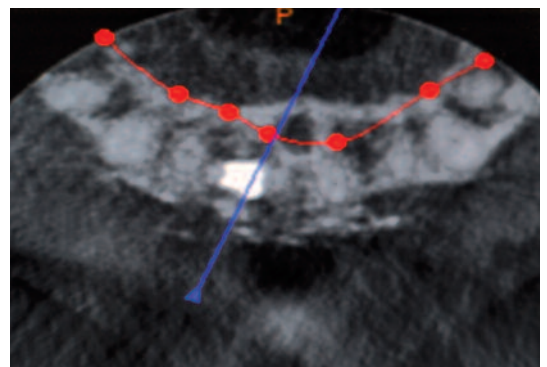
Vue axiale à 4 mois post-opératoire du cone beam de l'implant BRAT.
